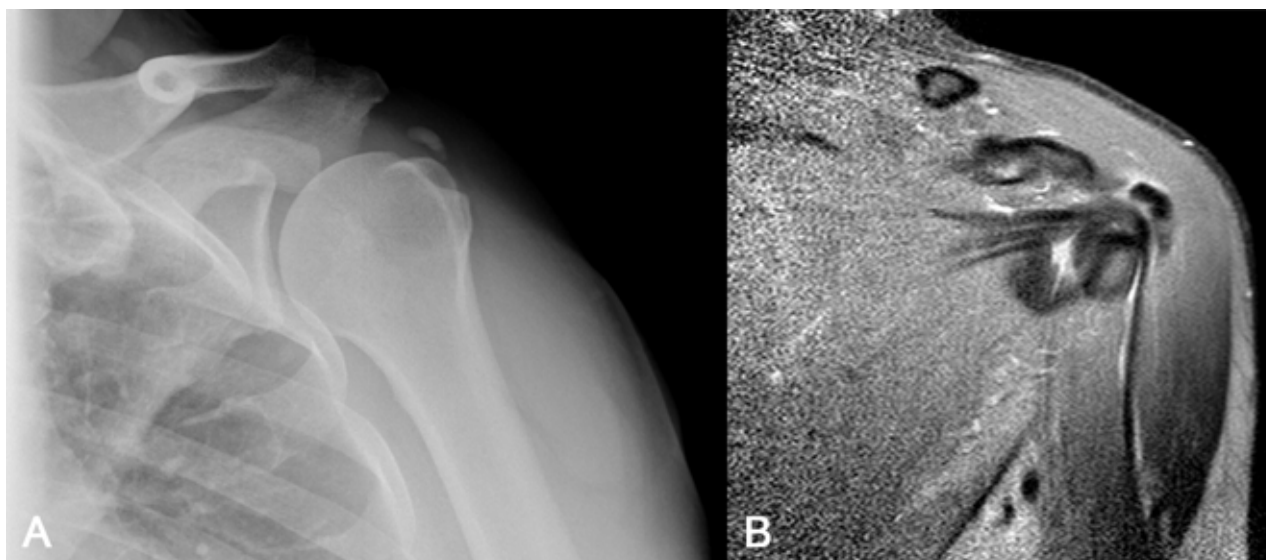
A. Radiografía de hombro frente preoperatoria mostrando una calcificación tipo A de la clasificación francesa (homogénea con bordes bien definidos). B. Imagen de resonancia nuclear magnética del mismo paciente mostrando la calcificación del supraespinoso.
